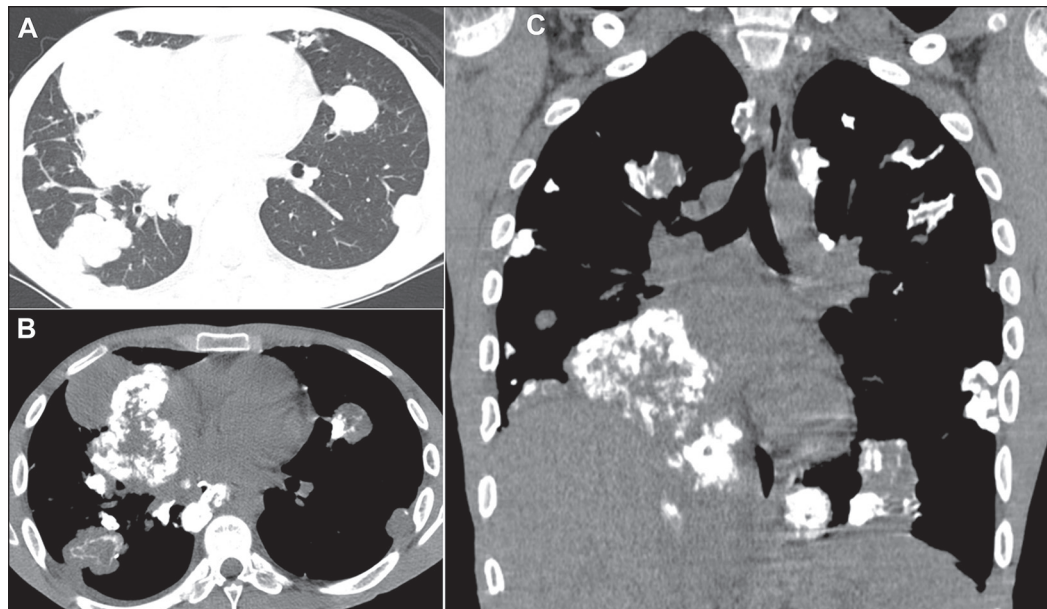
Metástases calcificadas. Menino, 14 anos, com osteossarcoma primário no fêmur. TC com cortes axiais com janelas para pulmão (A) e mediastino (B) e corte coronal com janela para mediastino (C) mostram massas e nódulos calcificados em ambos os pulmões, com redução volumétrica do lobo inferior direito.
